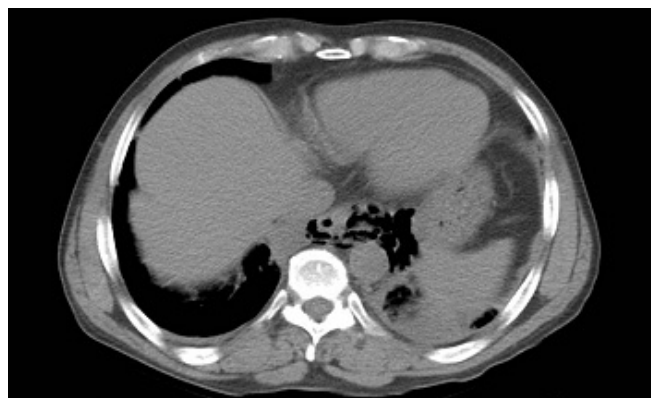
Imagen de TC. Se observa importante cantidad de aire en mediastino.
